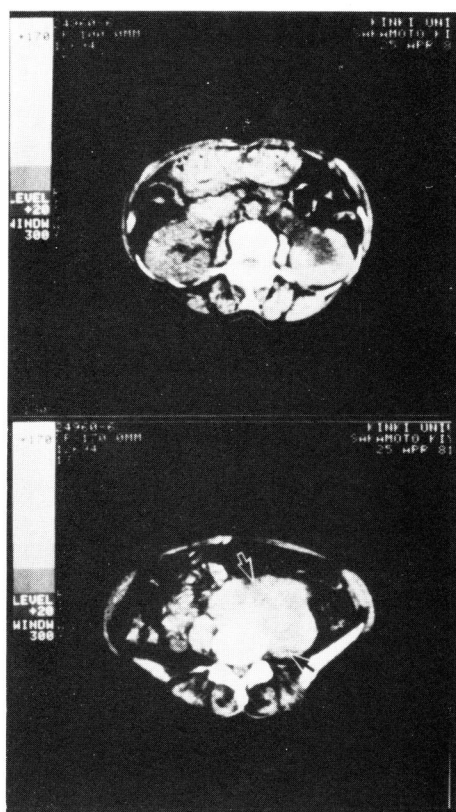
CT discloses left hydronephrosis and a thickened, homogeneous mass in the prevertebral area (arrows).
